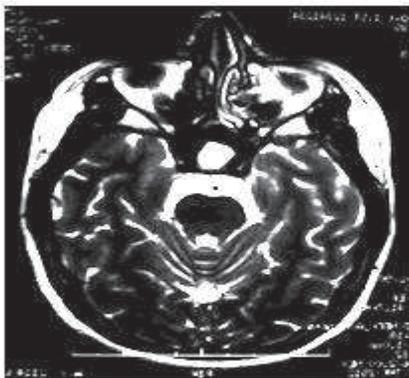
IRM cérébrale en T2 en coupe axiale
